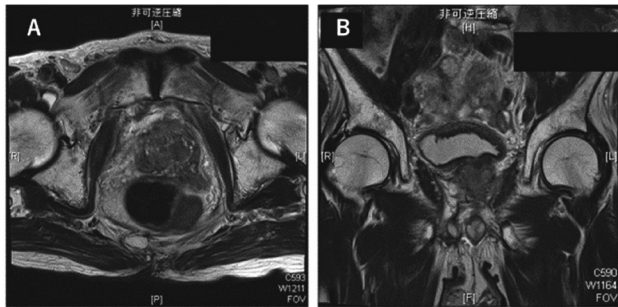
Postoperative MRI (A, B)
